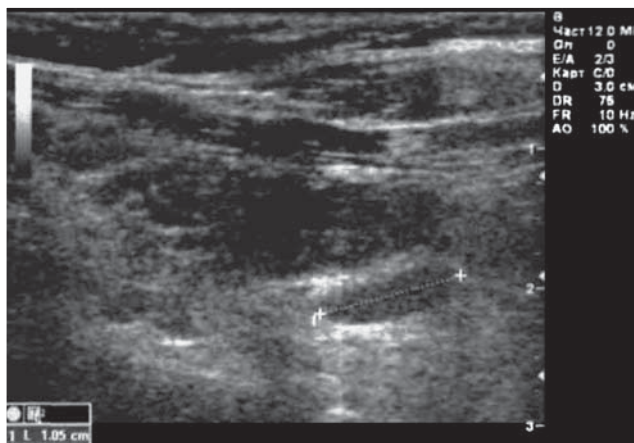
УЗИ паращитовидной железы больной С. Аденома правой нижней паращитовидной железы.
